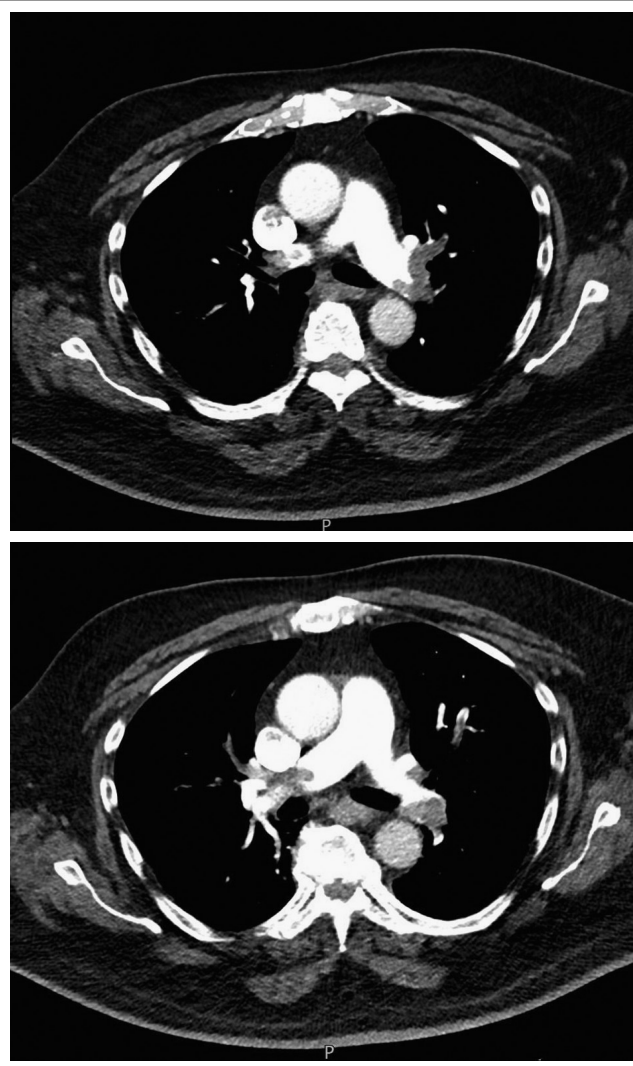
Computertomographie
